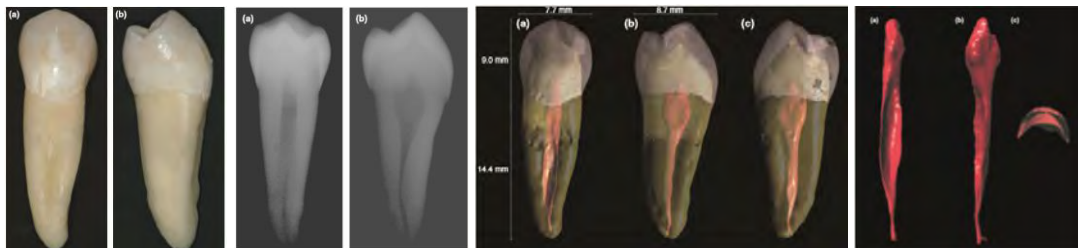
Primer premolar inferior izquierdo extraído (a) Vista vestibular (b) Vista mesial. Radiografía de primer premolar inferior izquierdo (a) Vista vestibular (b) Vista mesial. Tomografía micro-computarizada del primer premolar inferior izquierdo con sus longitudes (a) Vista vestibular, (b) Vista mesial, (c) Vista distal. Morfología pulpar del primer premolar inferior izquierdo (a) Vista vestibular (b) Vista mesial. (28)
